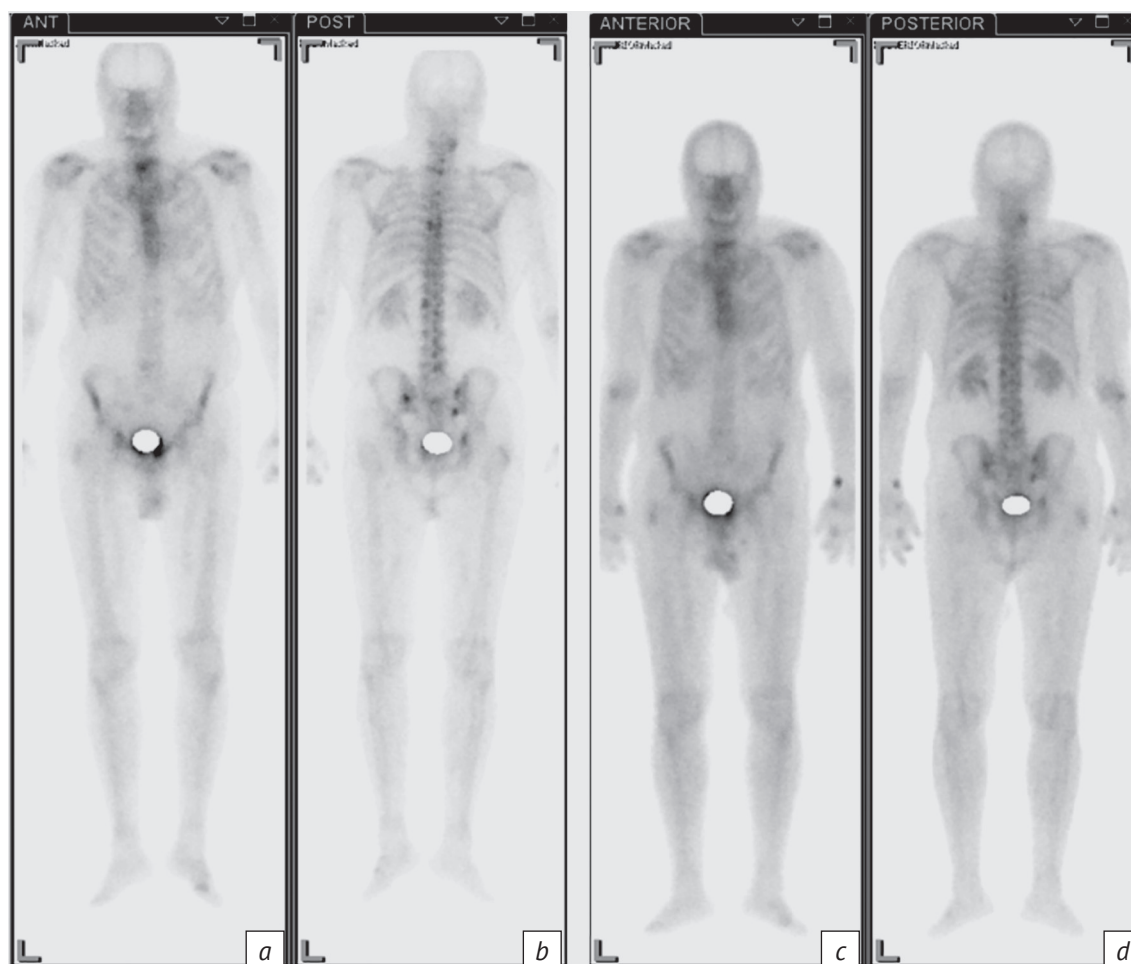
Сцинтиграфическая манифестация динамики положительного ответа костных метастазов в процессе терапии агонистом ЛГРГ:
